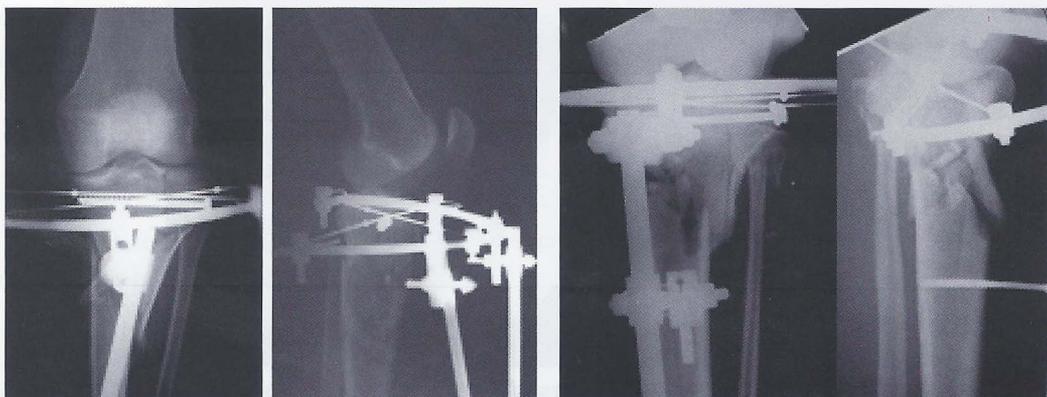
Radiografias de controle pós-operatório (CASO 2 e 3)
